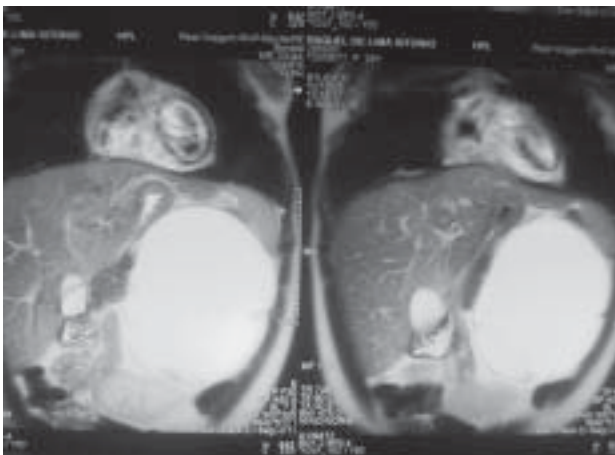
Reconstituição coronal da ressonância onde se vê o deslocamento cranial da cauda do pâncreas e baço, assim como o deslocamento caudal do rim esquerdo.
